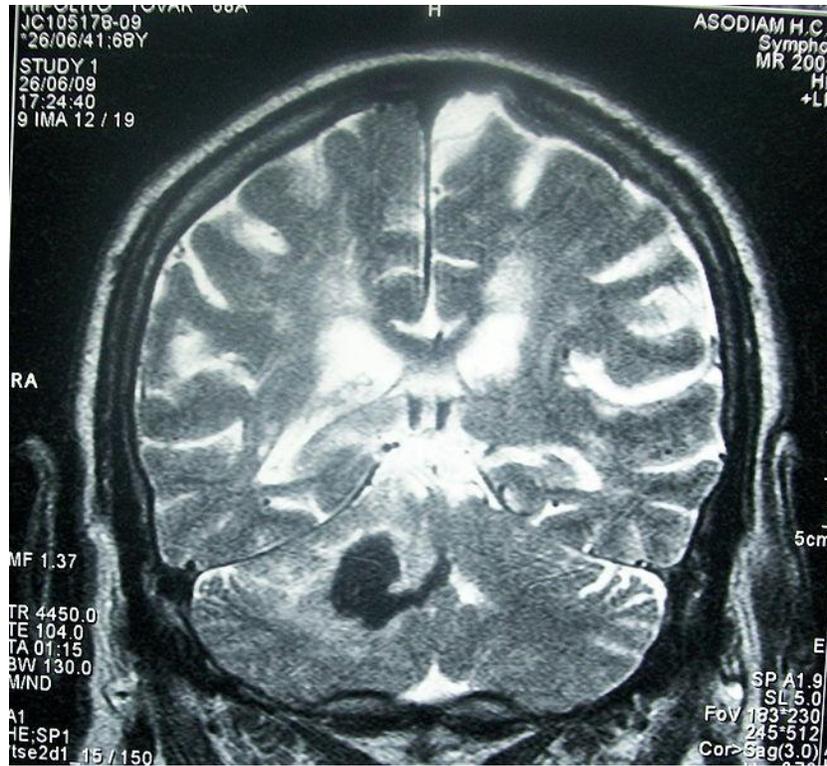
Resonancia Magnética Nuclear de cráneo mostrando hemorragia intracerebral profunda (cerebelo).
